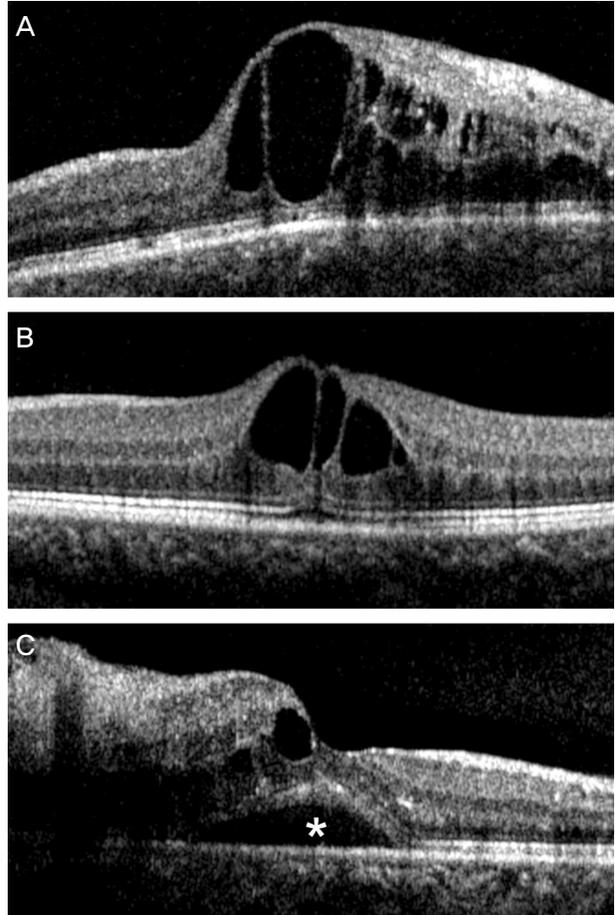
Optical coherence tomography based classification of macular edema in branch retinal vein occlusion, as recommended by Park and Rho.<sup>13</sup> (A) Diffuse thickening of the entire retinal layer. (B) Focal thickening of the retina. (C) Macular edema with serous retinal detachment (asterisk).
